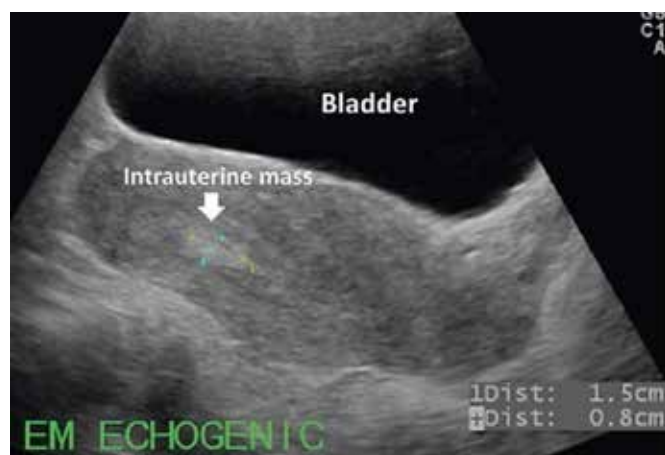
Ultrassonografia transabdominal evidenciando pólipo endometrial hiperecogênico, medindo 1,5 x 0,8cm.¹³
